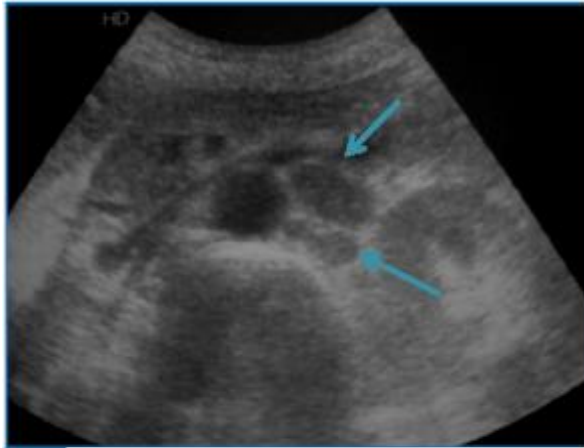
Coupe échographique transversale: Adénomégalies latéro-aortiques [20].
